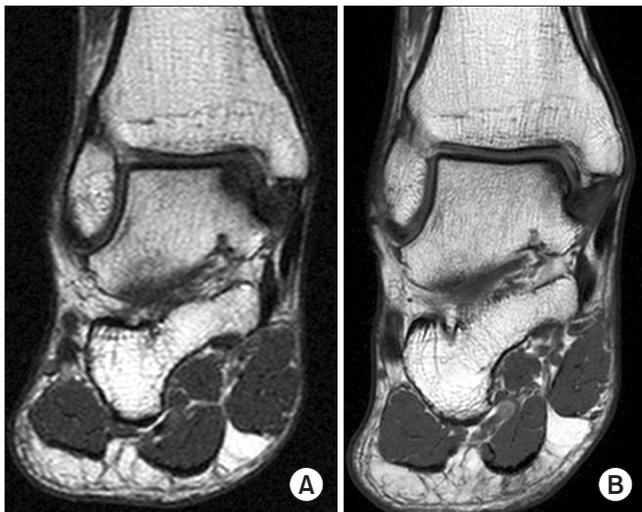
An 18-year-old male. (A) Initial magnetic resonance imaging (MRI), (B) 10.4 years follow-up MRI. The size of the lesion decreased and American Orthopedic Foot and Ankle Society scale improved from 65 to 91.
